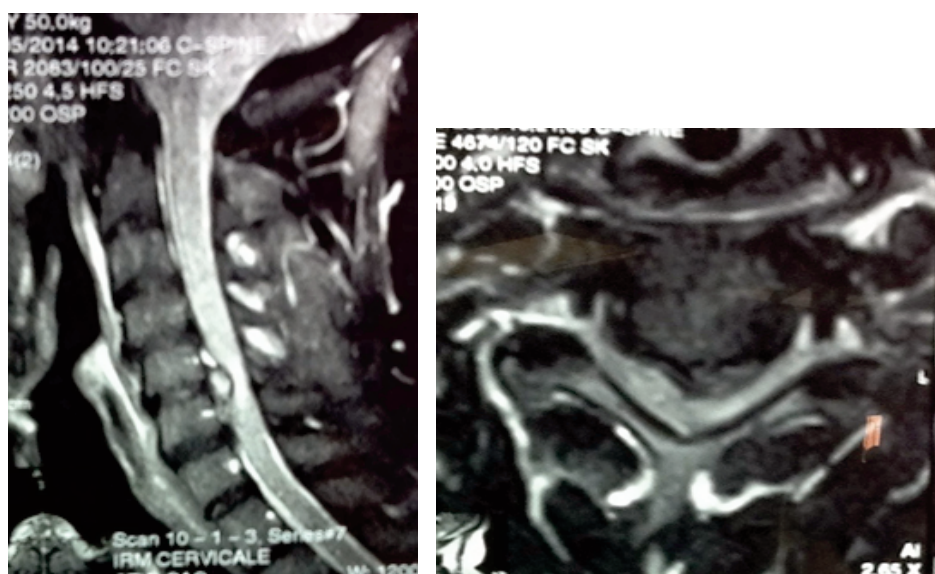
IRM cervicale séquence T2 avec une reconstruction sagittale (A) et une coupe axiale (B) mettent en évidence une volumineuse hernie discale C5-C6 postéro-médiane gauche.
